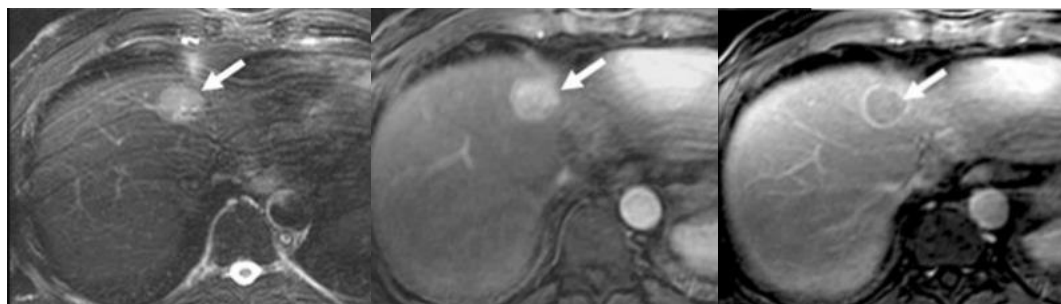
RMN a ficatului
